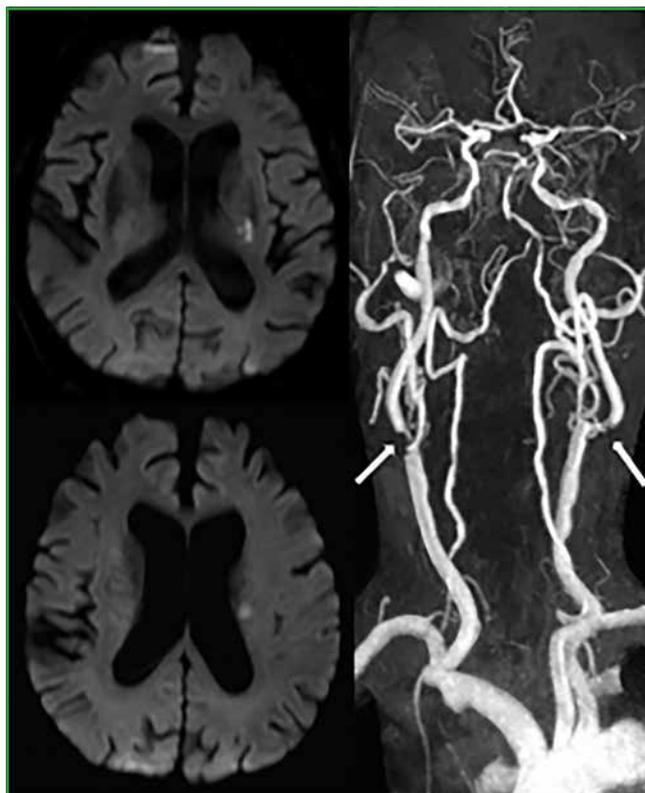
IRM (séquences de diffusion) et angio-IRM montrant un infarctus sylvien gauche profond et jonctionnel limité en rapport avec une sténose carotide gauche modérée (flèche); découverte fortuite d'une sténose carotide asymptomatique droite serrée (flèche).
